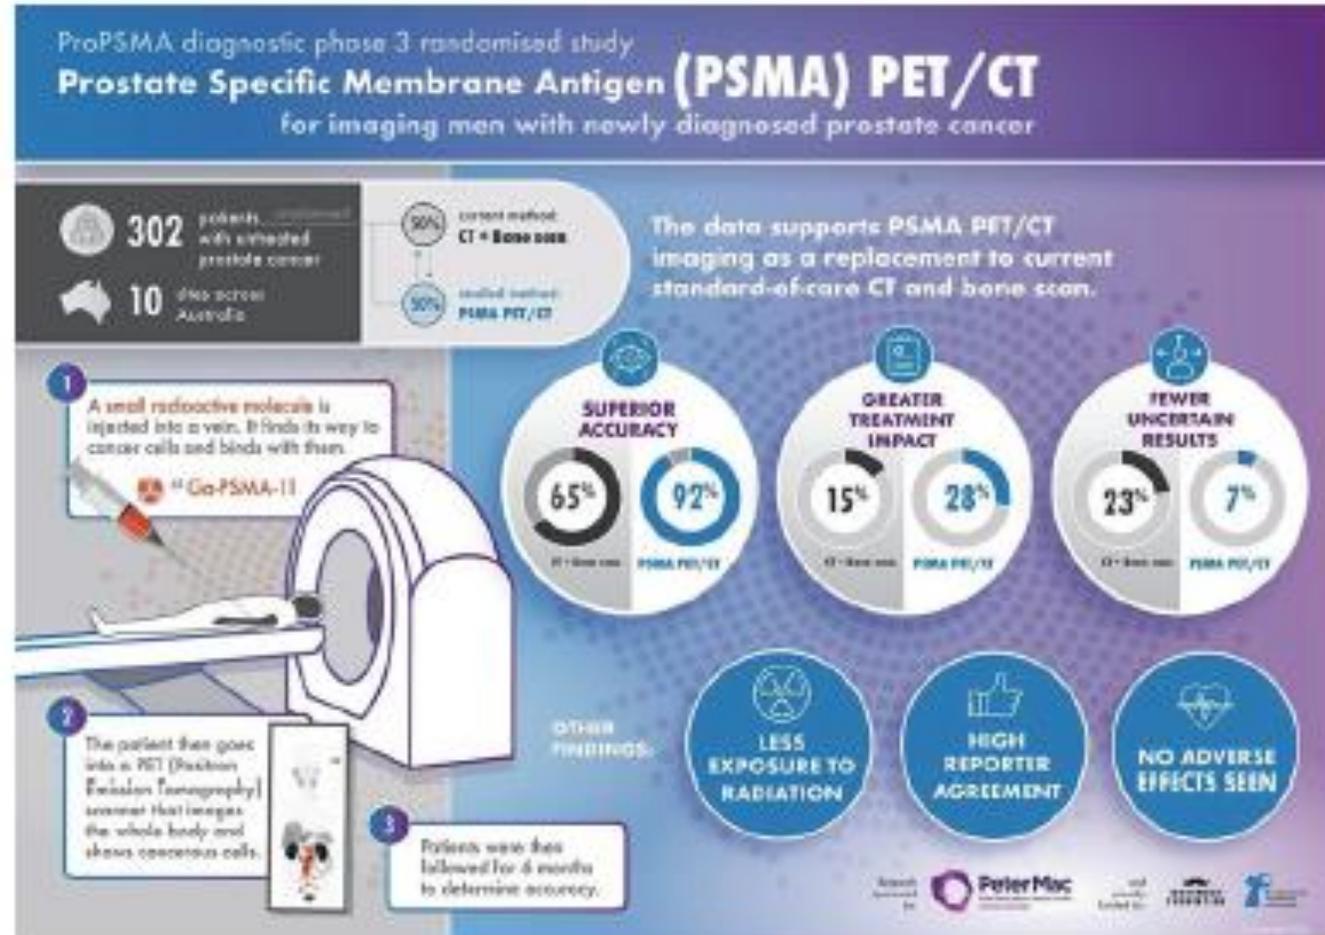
Infographic of the ProPSMA trial. Note the remarkable advantages of [⁶⁸Ga]Ga-PSMA-11 PET/CT compared to conventional imaging
